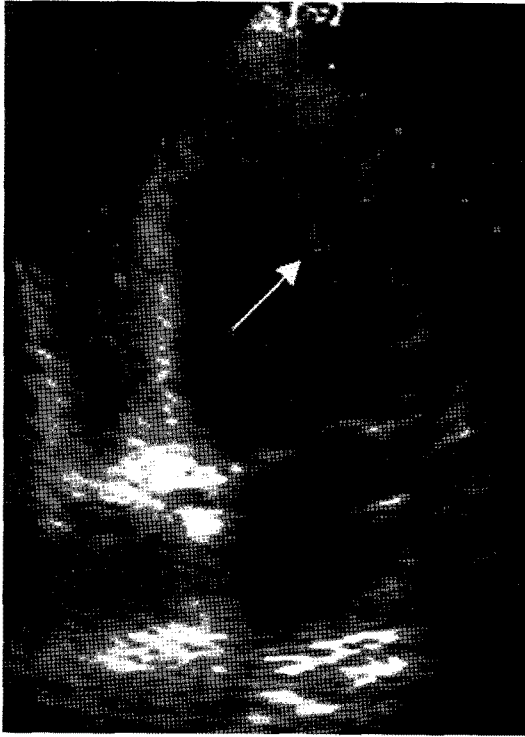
Echocardiogram : Apical four chamber view demonstrates left ventricular endocardial thickening and endocardial thrombus in LV wall (arrow).
